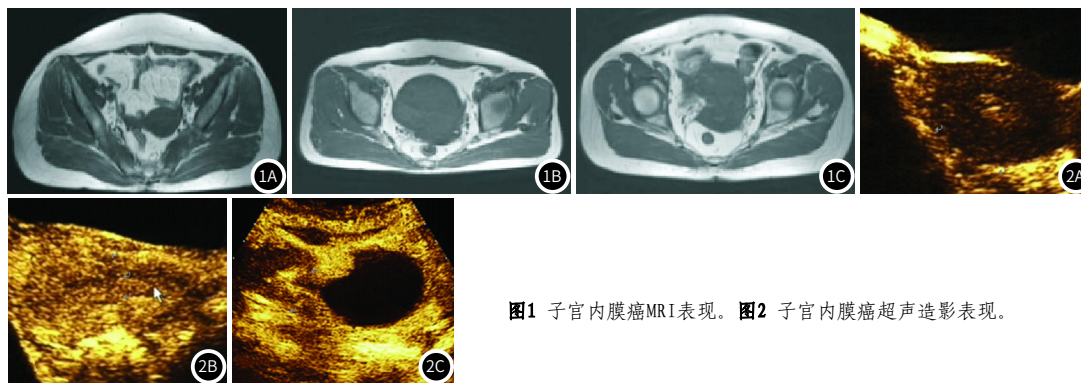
子宫内腺癌MRI表现。图2 子宫内腺癌超声造影表现。
